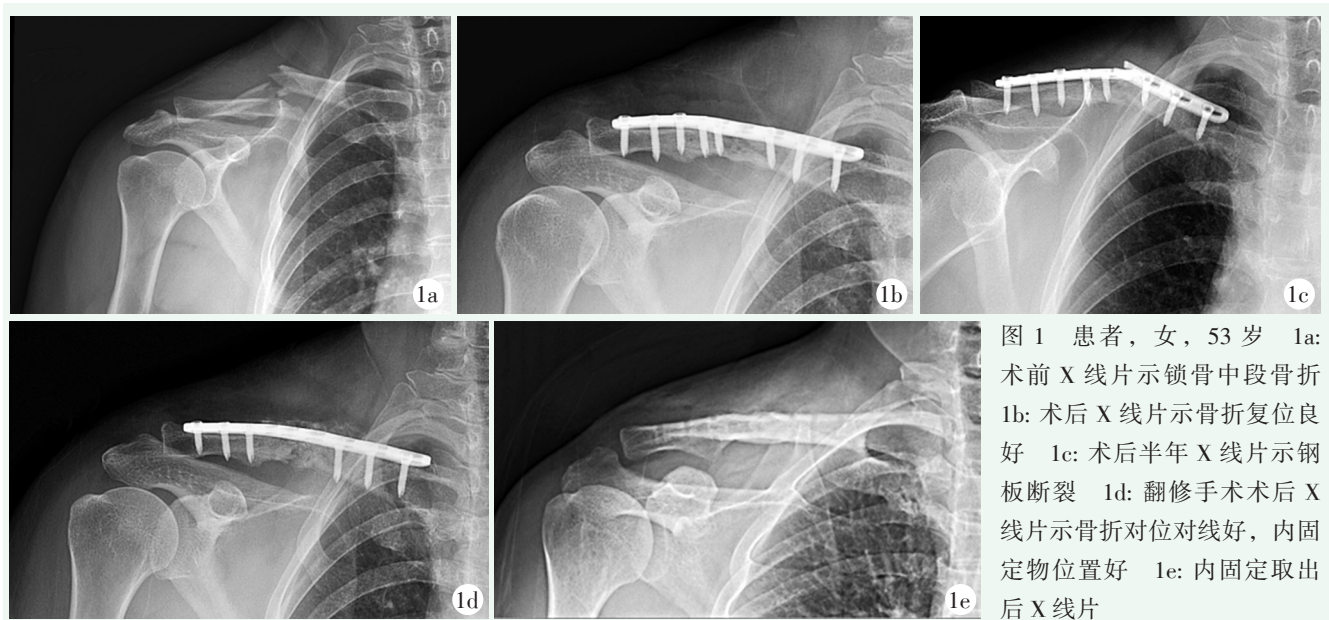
患者, 女, 53岁 1a: 术前X线片示锁骨中段骨折 1b: 术后X线片示骨折复位良好 1c: 术后半年X线片示钢板断裂 1d: 翻修手术术后X线片示骨折对位对线好, 内固定物位置好 1e: 内固定取出后X线片
